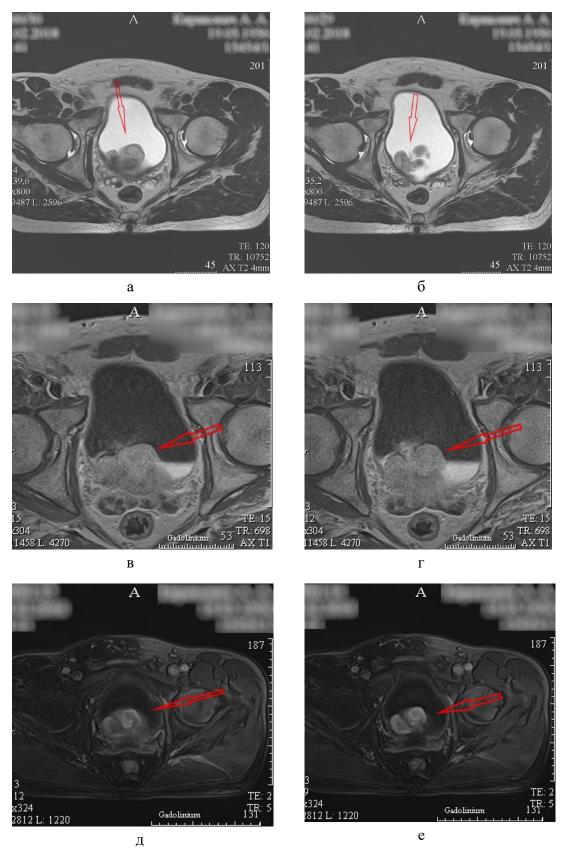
MP-томограммы пациента К., 61-го года, до операции (стрелкой указана опухолевая ткань):
